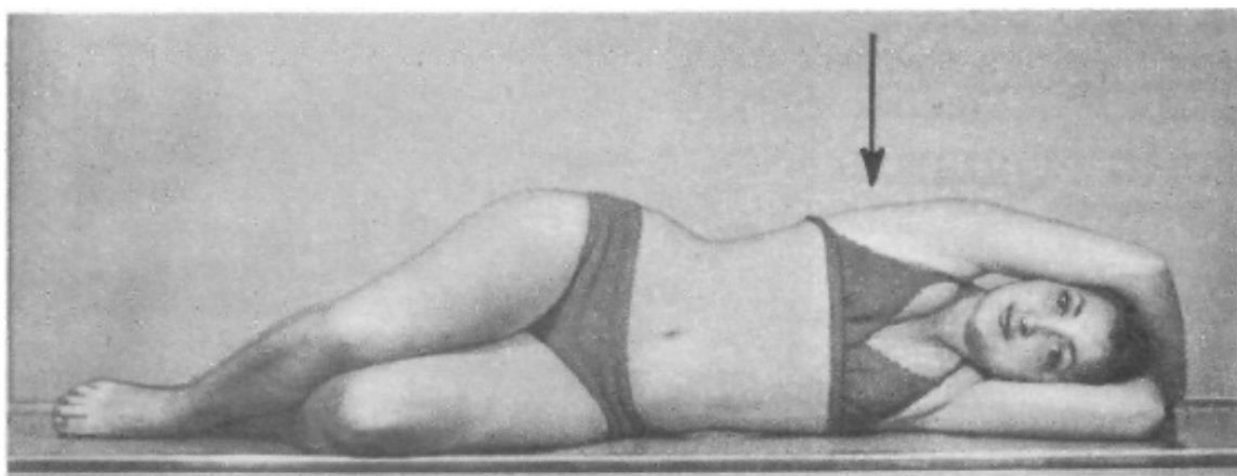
Укладка для рентгенографии грудного отдела позвоночника в боковой проекции (обзорный снимок).
